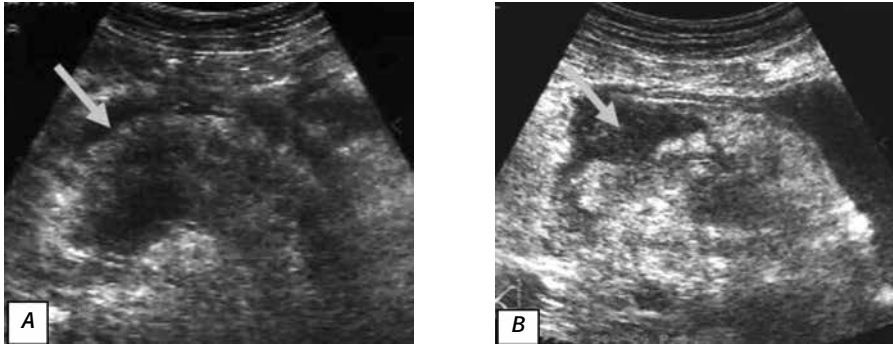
USG transabdominală – semne de pancreatită acută: A – pancreas mărit în volum;
